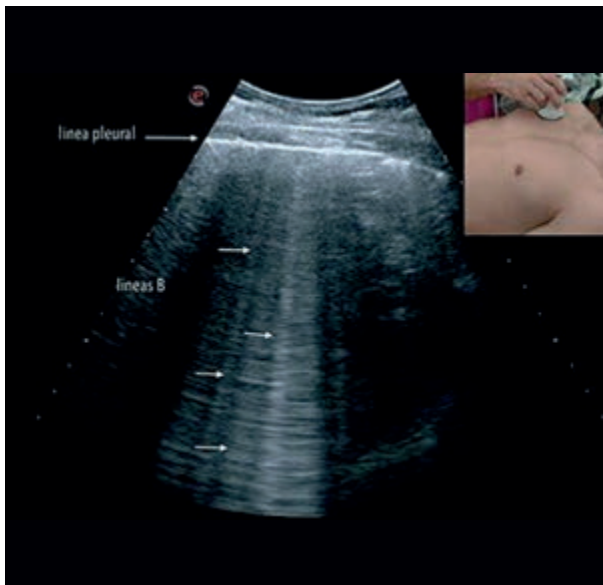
Recuadro a la derecha: posición de la sonda en el escaneo longitudinal del tórax. Imagen inferior: Líneas B evidenciadas en ecografía pulmonar.
